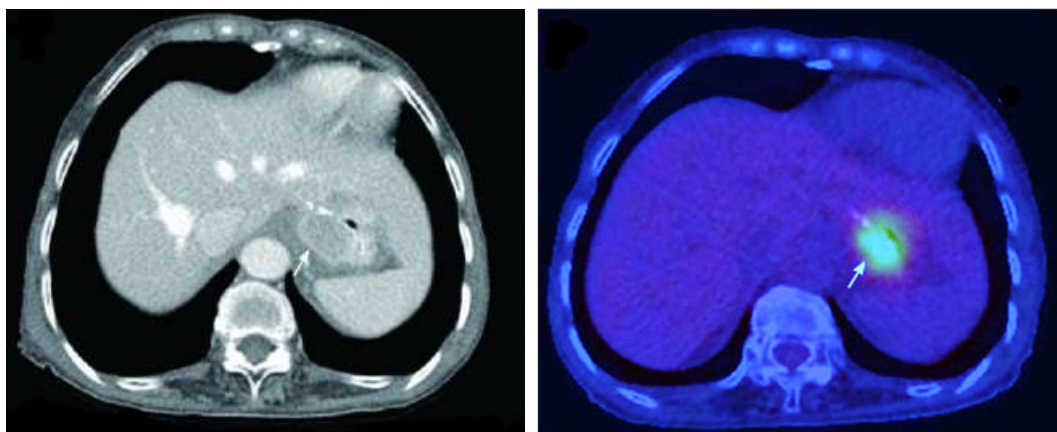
Recidivă tumorală postgastrectomie subtotală la o pacientă cu GIST gastric încadrat în grupa de risc înalt. Eventrație postoperatorie supraombilicală (aspect comparativ între CT și PET/CT)
